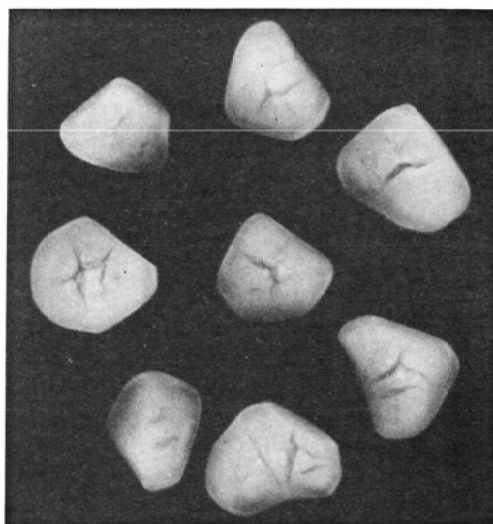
Case 1. Roentgenogram of removed gallstones. Gas containing fissures are clearly demonstrated in each stone.
